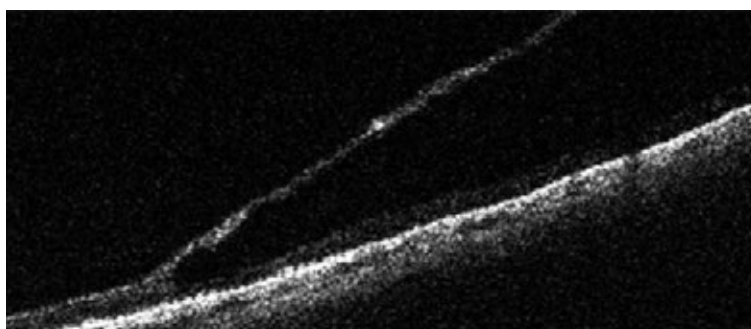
Ретиношизис, подтвержденный оптической когерентной томографией
